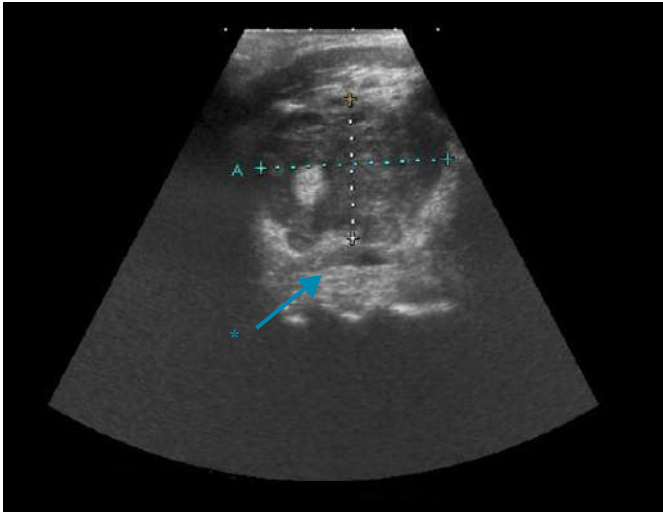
Ecografia do pescoço e glândula tiroideia sem avaliação por eco-Doppler. Confluência de nódulos, hipoeecogénicos, de margens mal definidas. Evidente hiperecogenicidade posterior (*seta).
